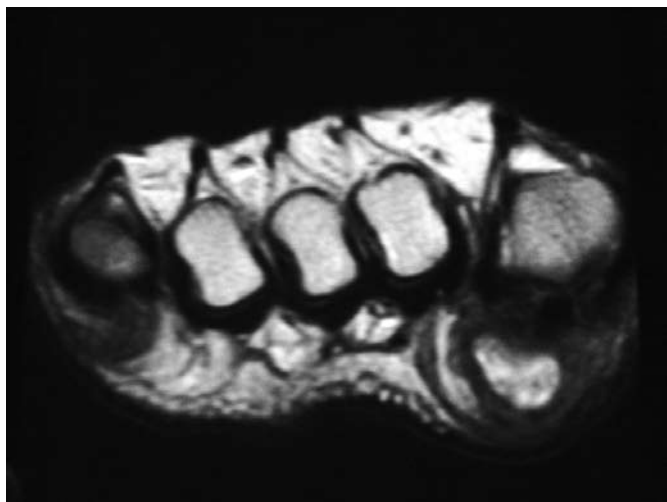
Ressonância Magnética em Seqüência (T₁).
